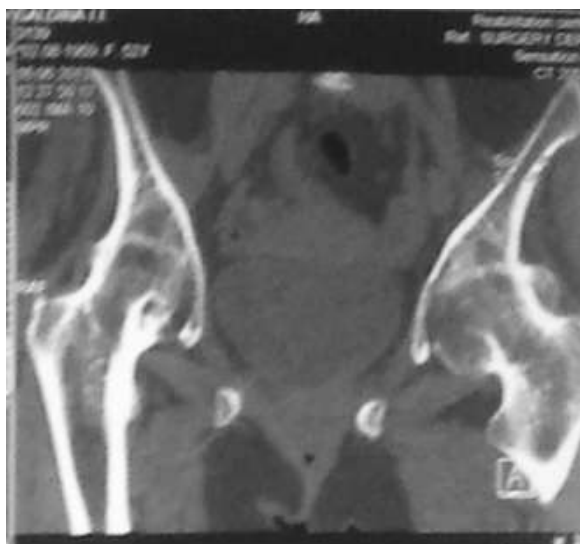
A fragment of X-ray computed tomogram of the same patient
